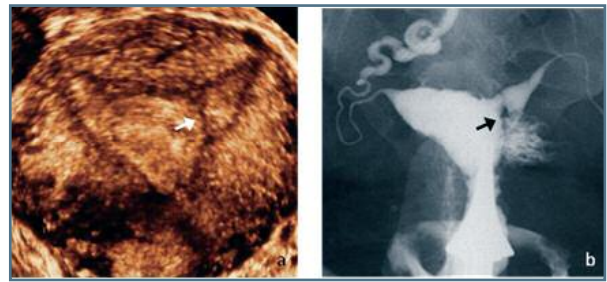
Útero septado, diagnosticado com ecografia 3D (a) e com HSG (b). Na ecografia 3D é possível visualizar o contorno externo uterino, que neste caso é uniformemente convexo, diferenciando-o do útero bicórneo (a). Na imagem de HSG não é possível obter esta informação (b)
